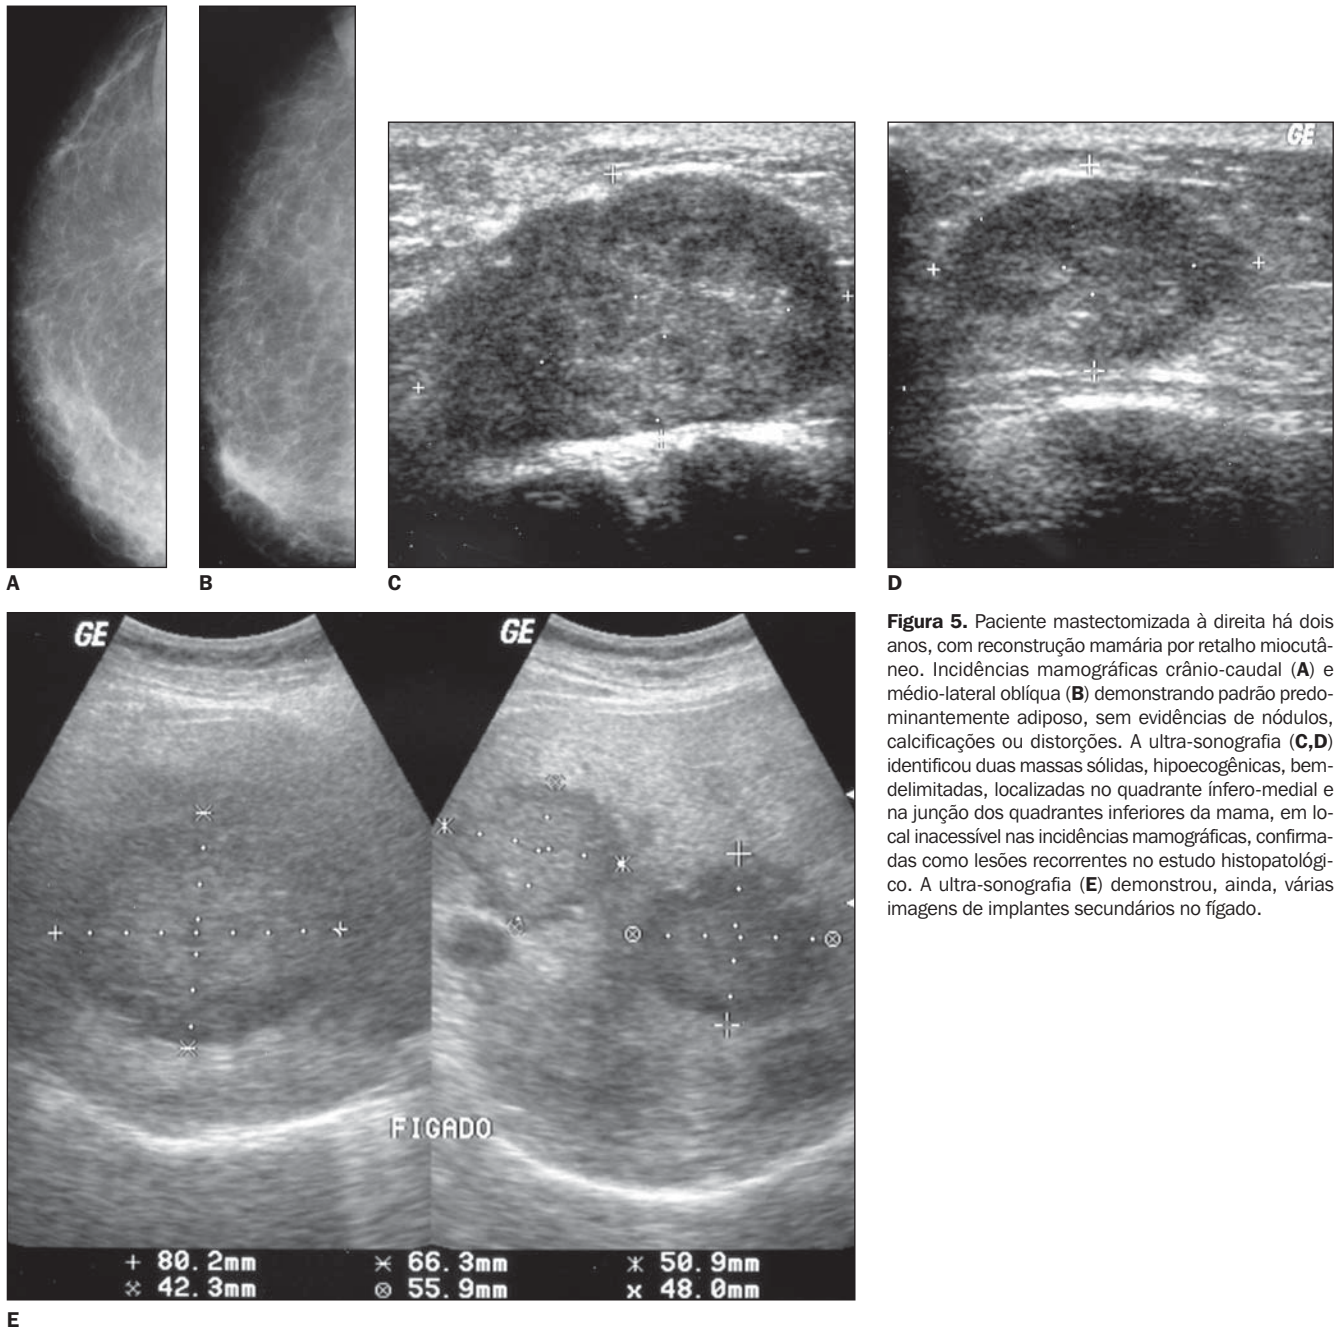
Paciente mastectomizada à direita há dois anos, com reconstrução mamária por retalho miocutâneo. Incidências mamográficas crânio-caudal (A) e médio-lateral oblíqua (B) demonstrando padrão predominantemente adiposo, sem evidências de nódulos, calcificações ou distorções. A ultra-sonografia (C,D) identificou duas massas sólidas, hipocogênicas, bem delimitadas, localizadas no quadrante infero-medial e na junção dos quadrantes inferiores da mama, em local inacessível nas incidências mamográficas, confirmadas como lesões recorrentes no estudo histopatológico. A ultra-sonografia (E) demonstrou, ainda, várias imagens de implantes secundários no fígado.
